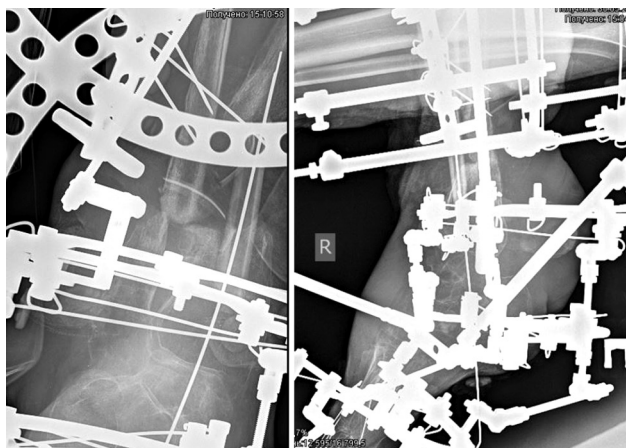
Рентгенограммы нижних конечностей с фиксацией обеих голеней после пластики несвободным малоберцовым лоскутом
